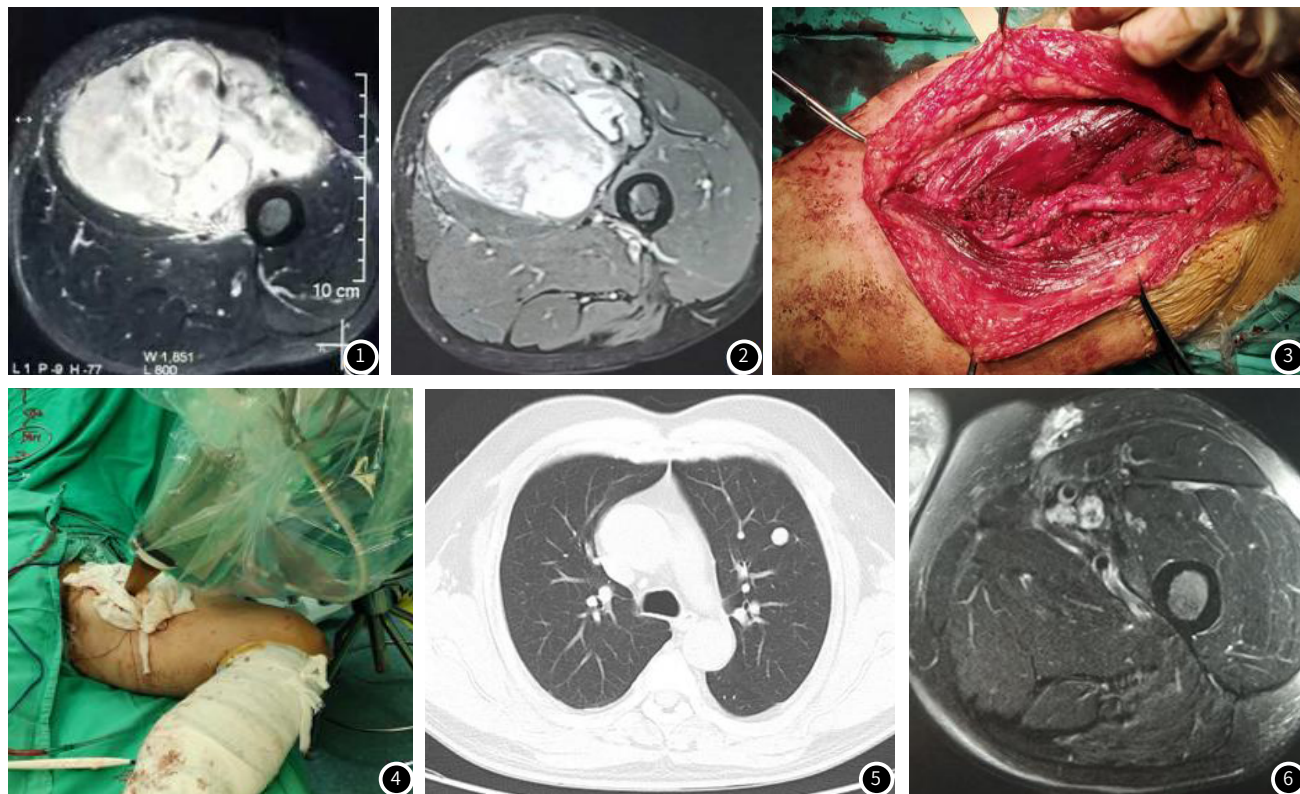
为入院前当地医院核磁。图2 为手术前我院核磁。图3 为肿瘤切除后。图4 为实施术中放射治疗。图5 为术后7月余复查CT见肺部单发转移灶。图6 术后22个月复查核磁局部复发。
